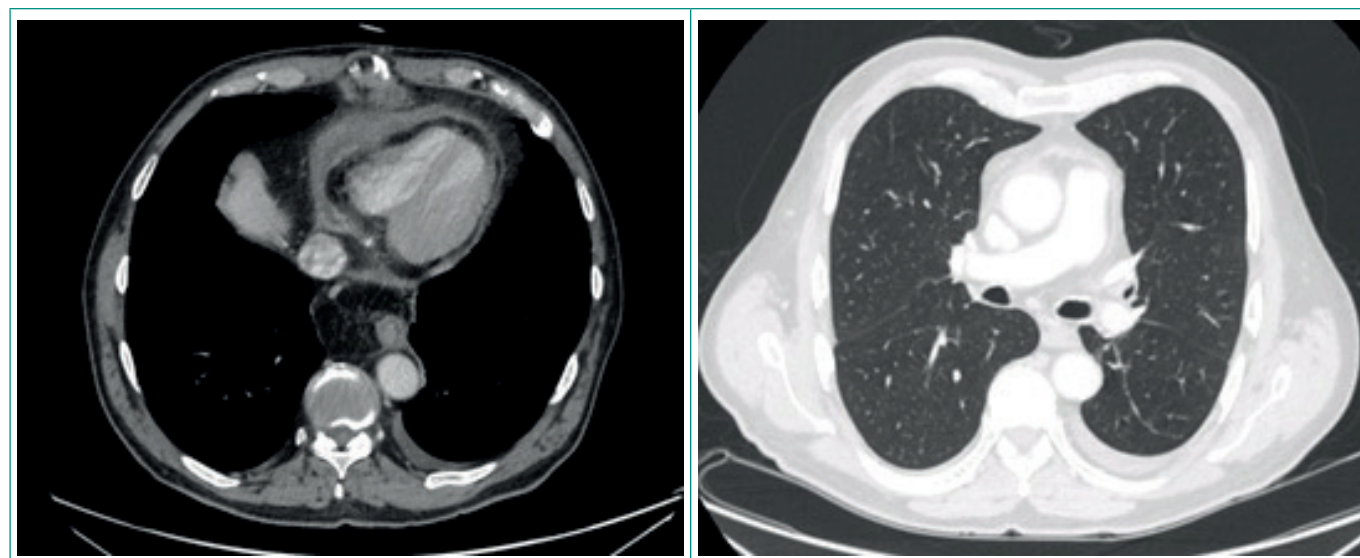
TAC de tórax con contraste. Derrame pericárdico (izq.), derrame pleural izquierdo (dcha.).
